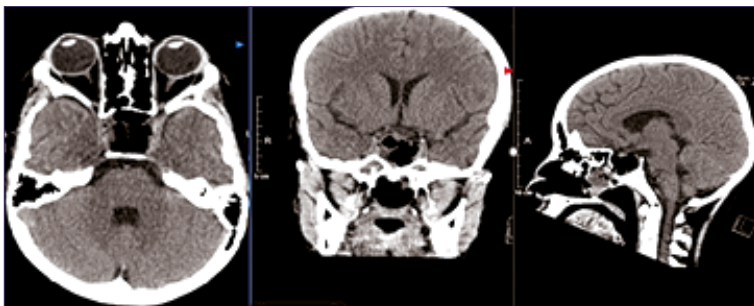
TAC de craneal, en 3 cortes, se observa cambios postquirúrgicos, sin evidencia de lesión selar.
